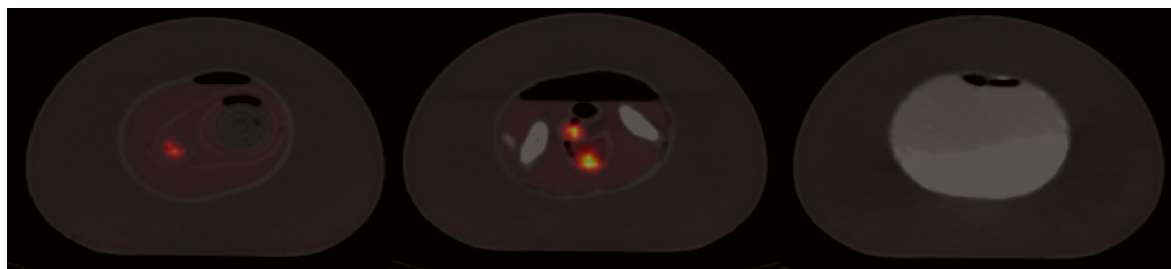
Cortes tomográficos de las imágenes PET/CT de la adquisición del fantoma NEMA con los insertos diseñados en este trabajo.
